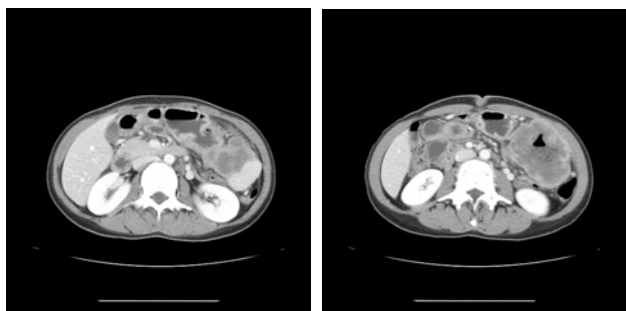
(A) Contrast enhanced CT shows a large outer bulging mass with a large ulceration in the great curvature side and posterior wall of stomach lower body. (B) This mass invaded spleen, adjacent left anterior abdominal wall, and small bowel loops.
